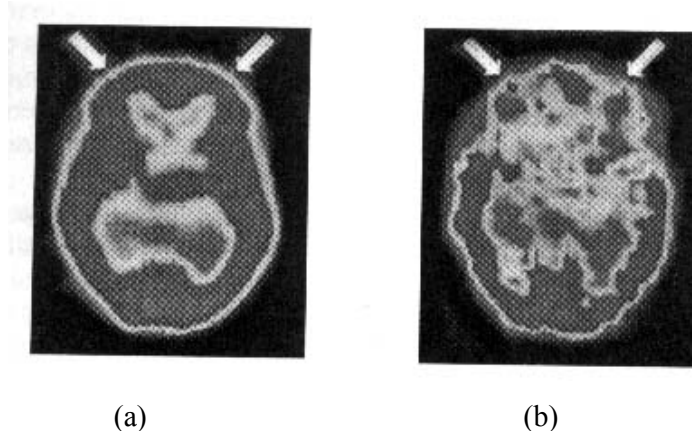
Imagens SPECT do cérebro, apontando a atividade do córtex pré-frontal (a) em repouso, atividade normal; (b) em concentração, atividade diminuída;
